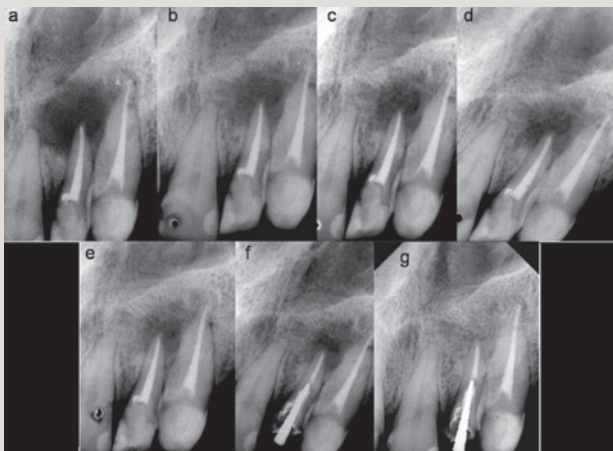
The follow-up of the case: (a) radiographic control after six months, (b) one year, (c) two years, (d) three years, (e) four years, (f) five years and (g) seven years, the radiography showed the complete healing.
